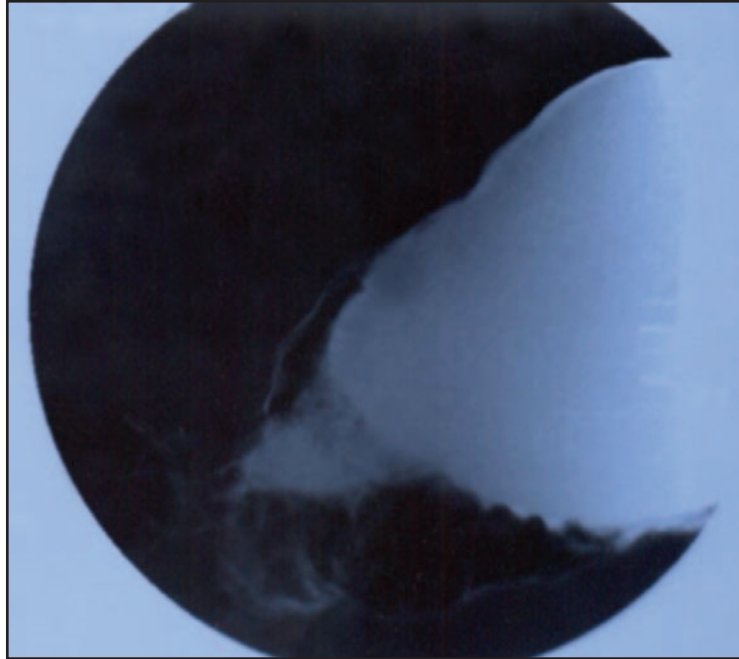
Yaklaşık 12 yıllık Wilson hastası olan 22 yaşındaki dekompanze sirozlu bayan hasta, son birkaç aydır var olan bulantı, kusma şikâyetleriyle başvurdu. Üst gastrointestinal endoskopide korpusta, antruma doğru uzanan, antruma geçişi engelleyecek ölçüde darlık oluşturan kaba mukozal taşmalar izlendi. İlk izlenimimiz tümöral oluşum lehindeydi. Gastrik varisi ekarte etmek amacıyla yapılan endosonografide vasküler dolun izlenmedi ve en kalın yerinde 1.5 cm'ye varan GİS duvar kalınlaşması ile uyumlu imaj vardı. Batın Bilgisayarlı Tomografide mide antrumunda duvar kalınlaşması mevcut olup, lümeninde daralma izlendi. Hastada ciddi kanama diyatezi olduğu için bu alandan biyopsi yerine fırça sitolojisi uygulandı ve malinite negatif idi. Daha sonra skleroterapi iğnesi ile yapılan aspirasyon biyopsisinde de malign hücreye rastlanmadı. Literatür taramasında portal gastropatinin bu tarz bir klinik varyasyon sergilediği saptanmadı. Mevcut tablonun, almakta olduğu Çinko tedavisinin bir komplikasyonu olabileceği kanısındayız
